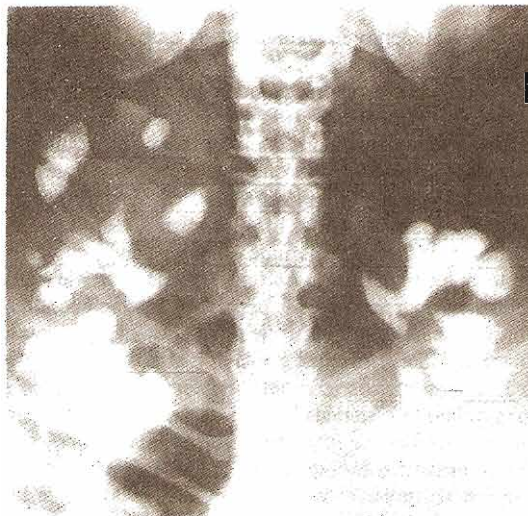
Radiografía abdominal exploratoria que muestra cálculos en astas de venado de estruvita, grandes y bilaterales. El paciente se trató muchos años con numerosos antibióticos por causa de infecciones recurrentes de las vías urinarias. Sólo después de esta radiografía fue que se identificaron y se removieron los cálculos y, por tanto, se resolvió la infección.
